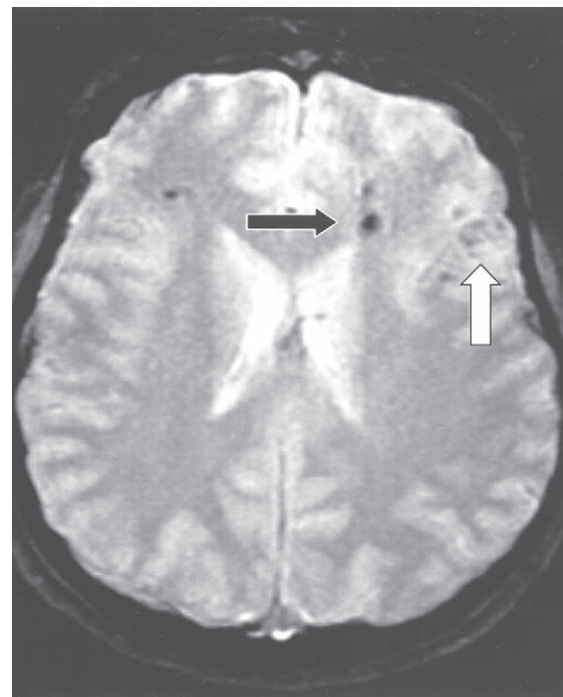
Estudio de CT (izquierda) y MRI (derecha) de un paciente con lesión axónica difusa. Se observan múltiples áreas hemorrágicas pequeñas (una de las cuales se indica con la flecha negra) en la sustancia blanca encefálica. La MRI destaca la pequeña cantidad de sangre en estas lesiones. Asimismo se muestra una contusión en el lóbulo temporal anterior (flecha blanca), que suele acompañar a la lesión axónica de tipo profundo, y sangre en el ventrículo.
